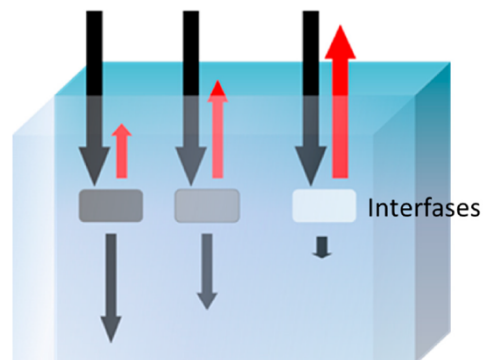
Interacción del ultrasonido con el medio. Rectángulos pequeños: reflectores. Sonido emitido (flecha negra), sonido reflejado (flecha roja).
